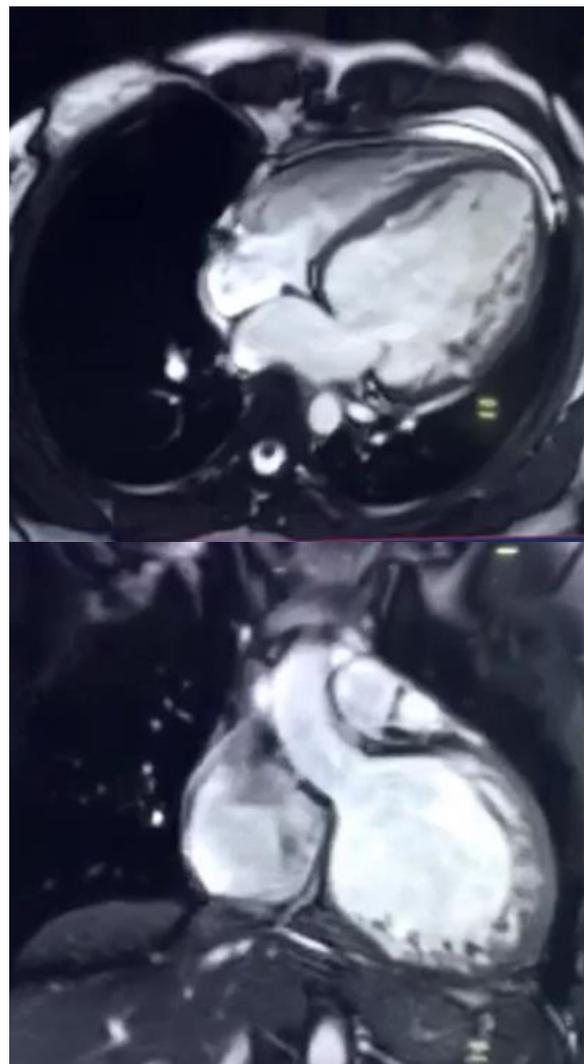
Resonancia magnética cardíaca observando trabeculaciones y cumpliendo criterios propuestos en el 2011 por Cheng H, Zhao para miocardiopatía no compactada.
